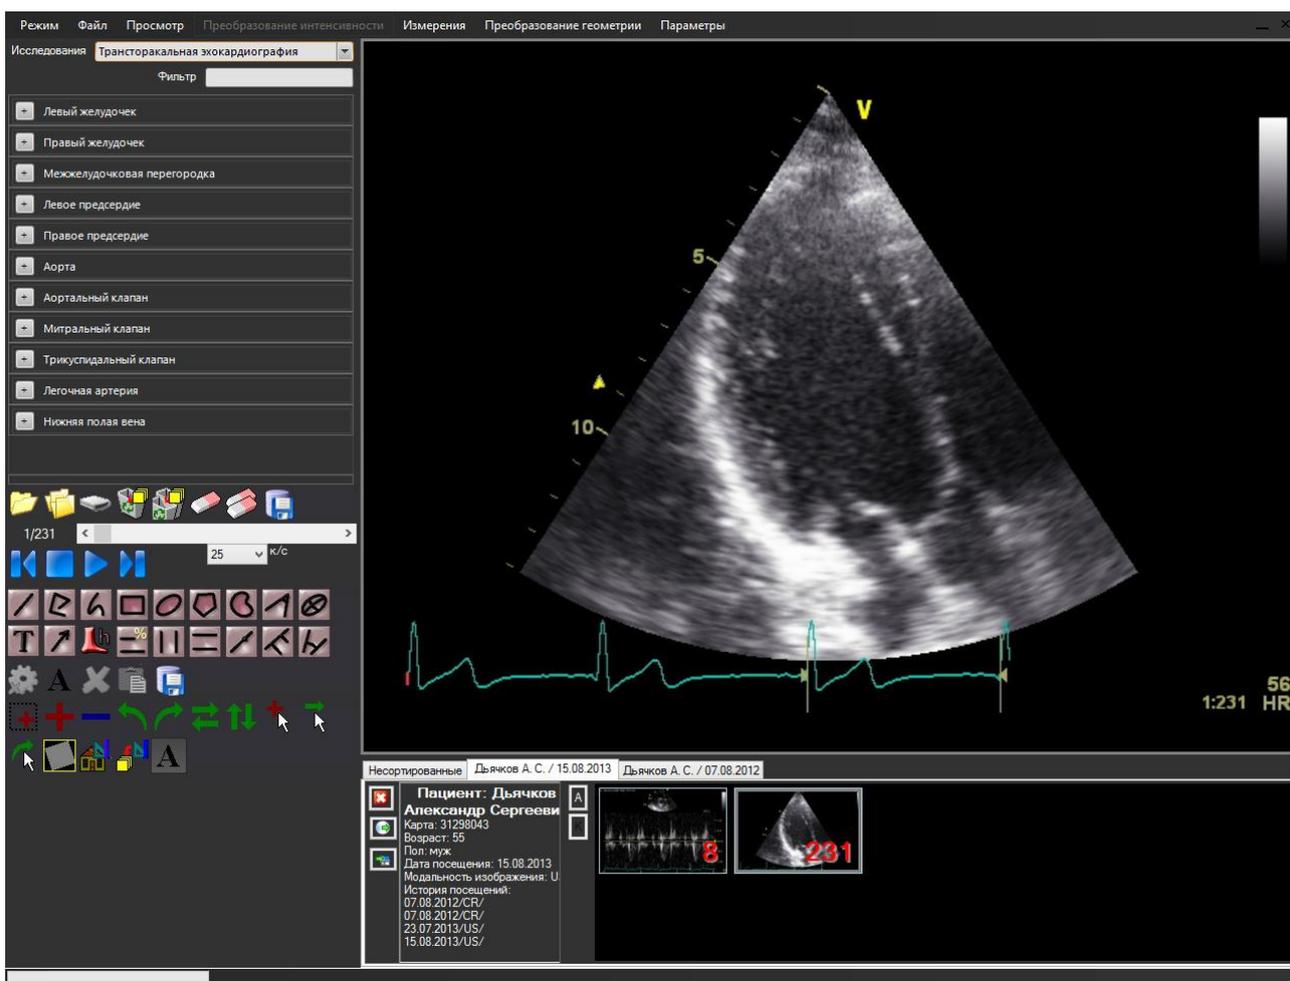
14 Шаблон протокола "Трансторакальная эхокардиография"
